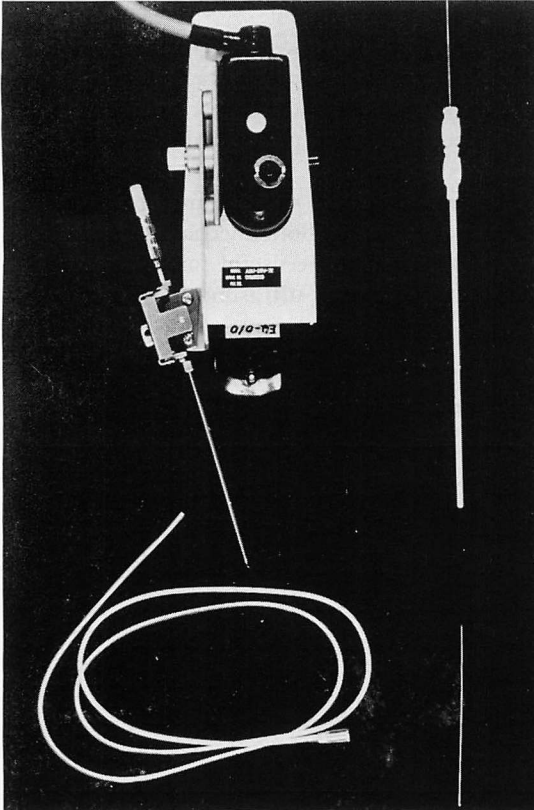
System for pericardial puncture under ultrasonographic guidance using mechanical sector scanner.
